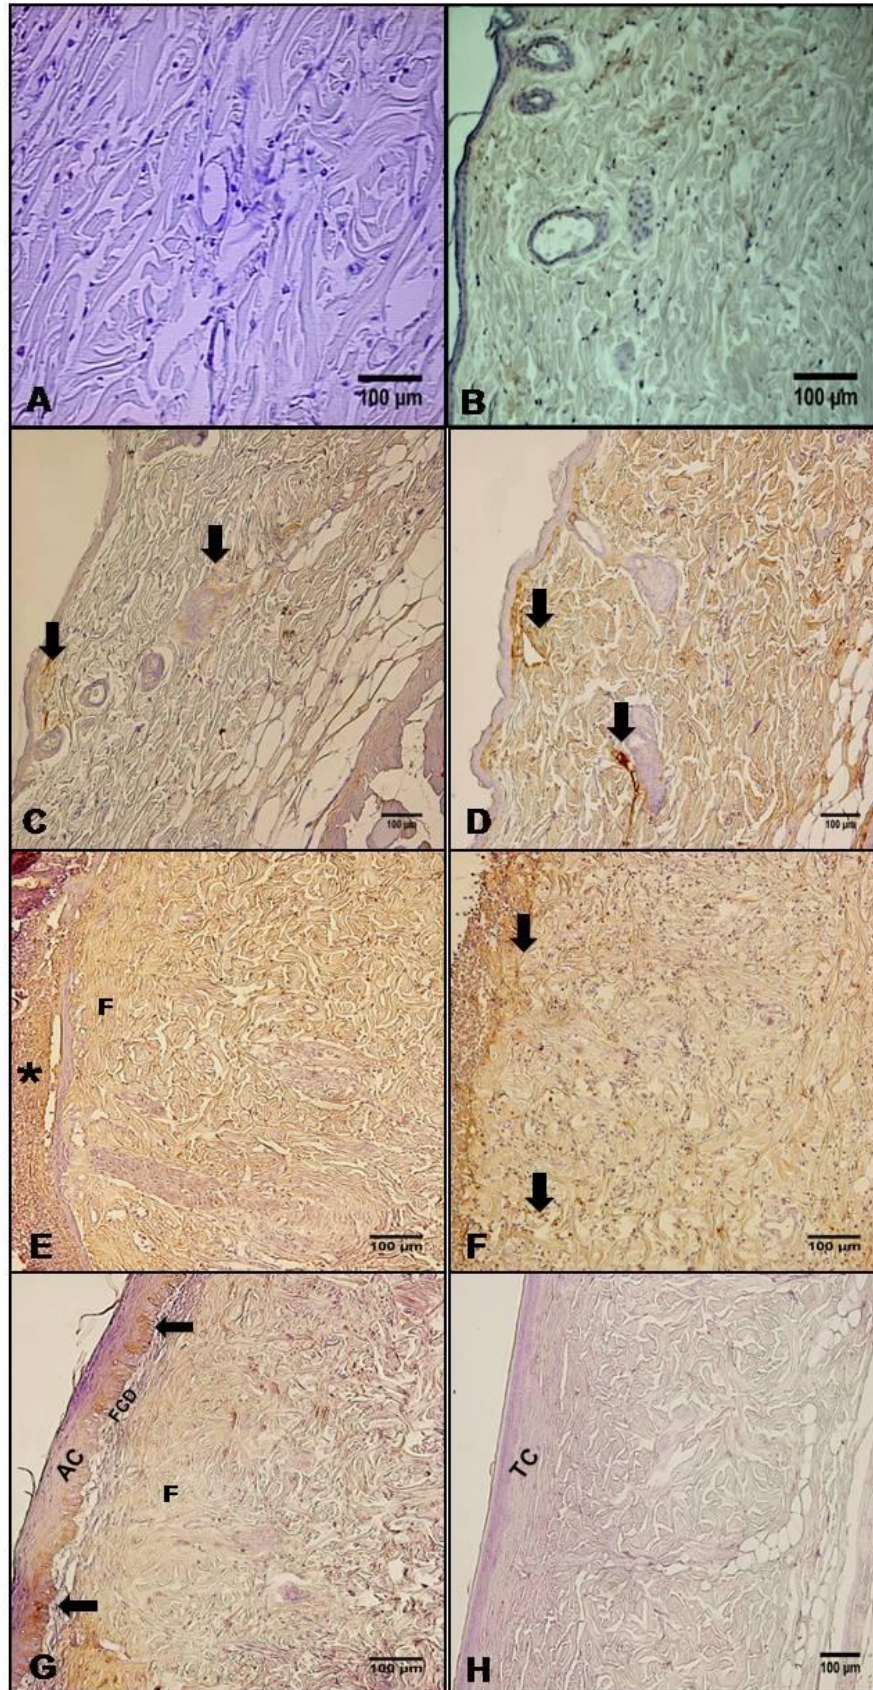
Fotomicrografias de cortes histológicos imunomarcados com anticorpo anti-TGF-beta1, dos animais irradiados com 40 GY. A- controle negativo; B - grupo controle, C - grupo 0 dia; D - grupo 5 dias; E - grupo 10 dias; F - grupo 15 dias; G - grupo 25 dias; H - grupo 100 dias. As setas indicam a expressão do TGF-beta1, Ac- acantose, TC - tecido cicatrizado, F - fibrose, FCD - fibras de colágeno delgadas. Barra = 100 μm
